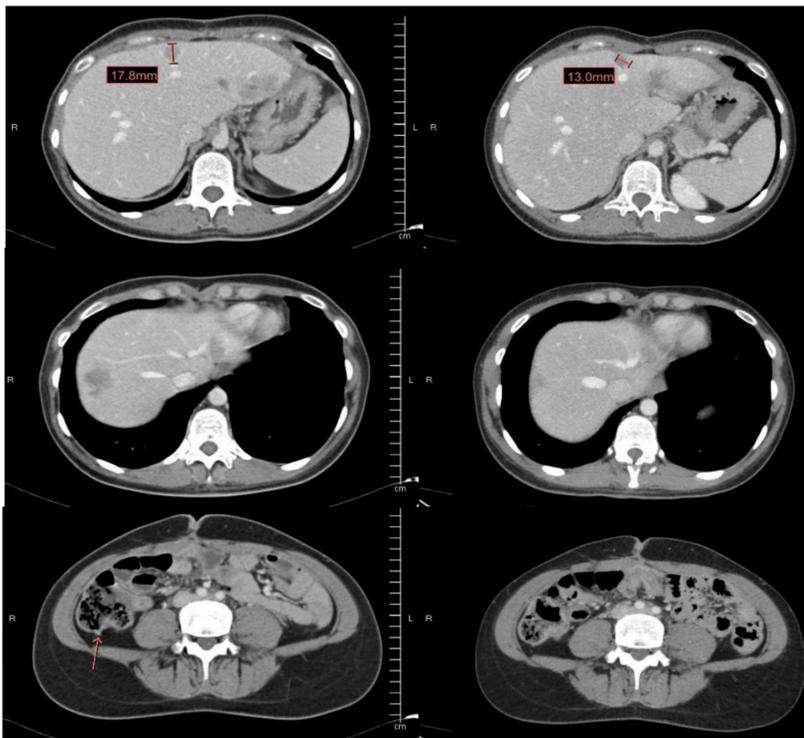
TC con respuesta parcial de enfermedad hepática (abril-julio 2021)
